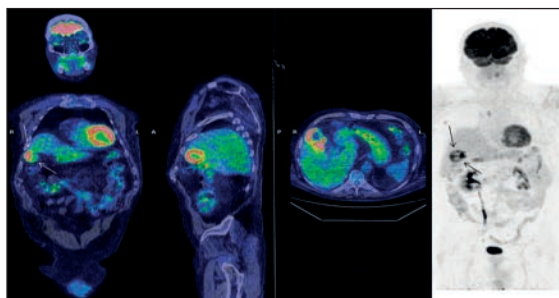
18F-FDG PET/CT in paziente con febbre di ndd: Colecistite.
